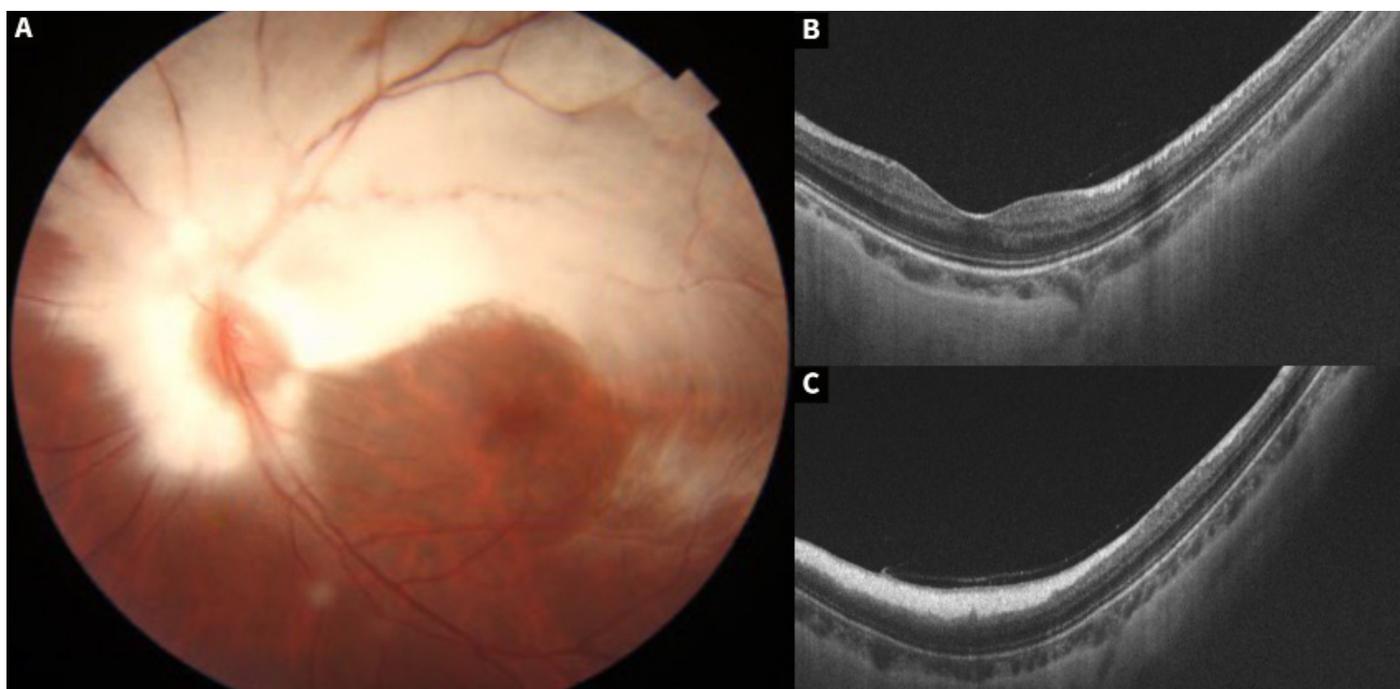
(A) Rétinographie de l'œil gauche montrant la présence de fibres à myéline extensives sous forme de bouquets épais blanchâtres, émanant de la papille, masquant en partie les vaisseaux rétinienens, et occupant toute la moitié supérieure de la rétine. (B) Tomographie en Cohérence Optique Swept Source (SS-OCT) B-scan maculaire montrant un bon profil fovéolaire en coupe horizontale. (C) Coupe verticale en SS-OCT objectivant une hyper-réflexivité de la couche des fibres nerveuses rétinienens avec un masquage relatif de la rétine externe.
